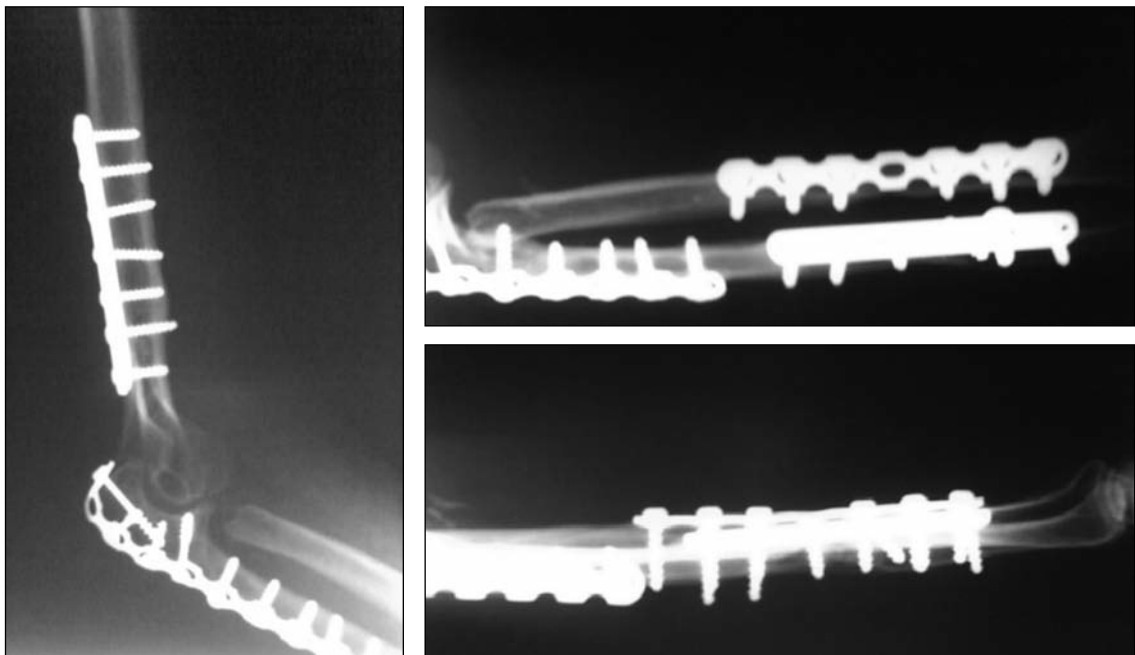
Caso clínico 1. Radiografía a los 60 meses.
